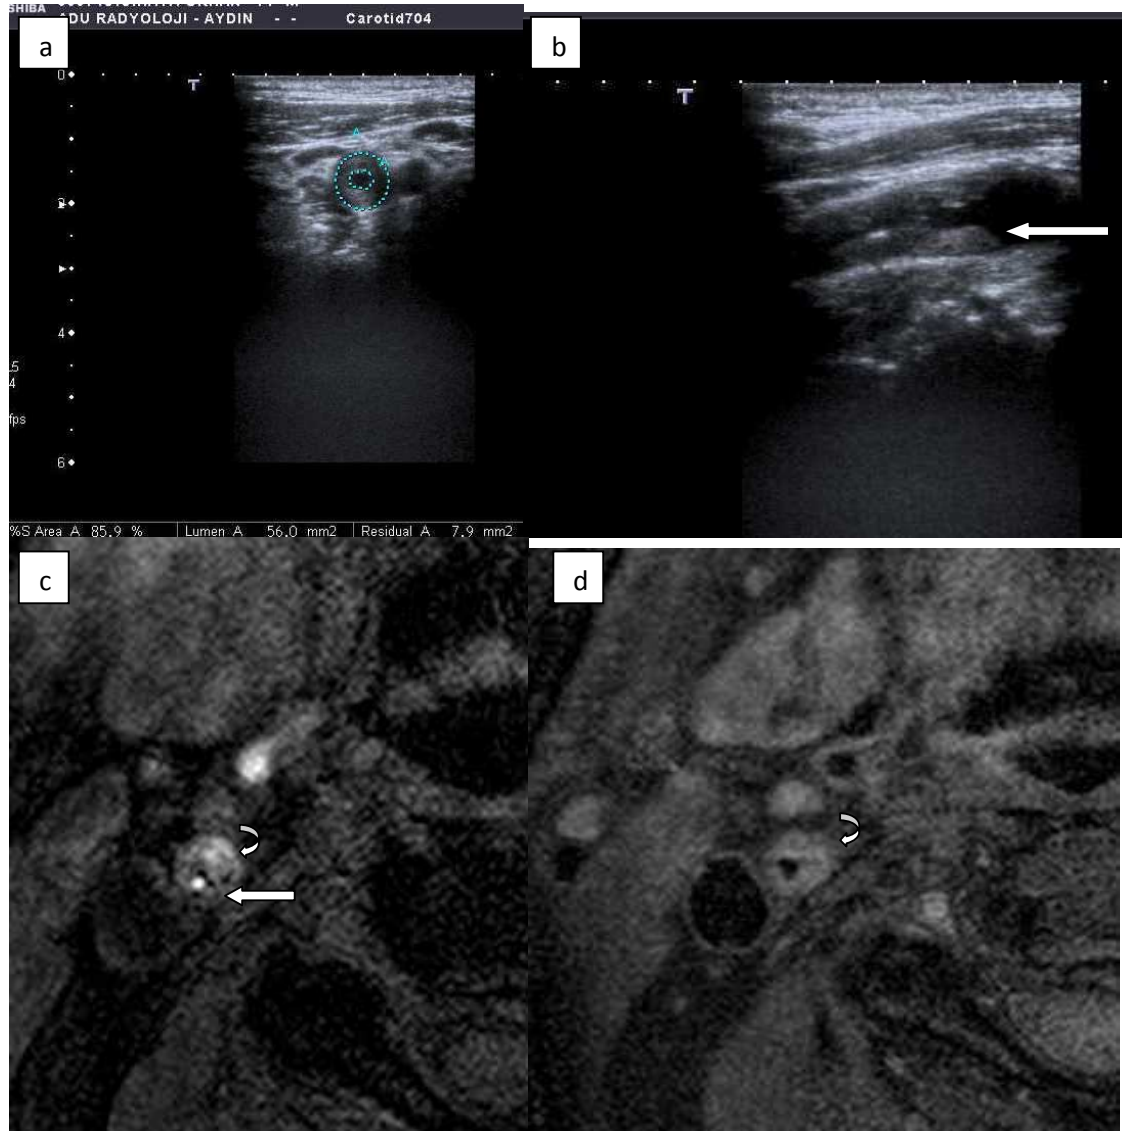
(Olgu 18)a,b: USG de sađ ICA bařlangıcında ekojenik lineer odaklar içeren heterojen plak c,d,e; PD, T1A ve T2A ađrlıklı olarak hiperintens plak formasyonu
